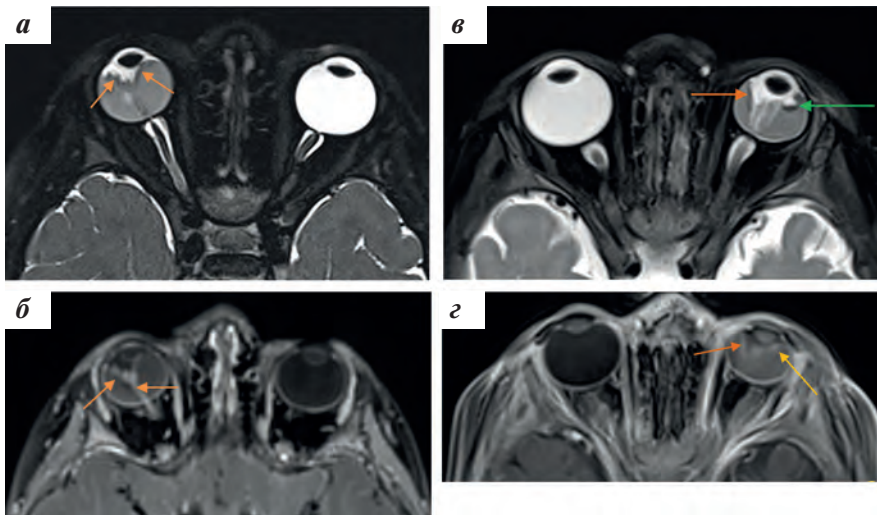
МРТ: а (пациент К.) – МРТ tra T2-взвешенное изображение (ВИ) FS. Правый глаз уменьшен, сетчатка гипоинтенсивного сигнала, тотально отслоена и неравномерно утолщена (оранжевые стрелки); б (пациент К.) – T1-ВИ tra постконтрастное 3D, при РК интенсивно неравномерно накапливает контрастный препарат (оранжевые стрелки). Под сетчаткой взвесь с высокобелковым компонентом; в (пациент О.) – МРТ tra T2-ВИ FS. Левый глаз уменьшен в объеме, сетчатка тотально отслоена (оранжевая стрелка) и неравномерно утолщена с наличием интравитреальной кисты с уровнем седиментации (зеленая стрелка); г (пациент О.) – T1-ВИ tra постконтрастное 3D, измененная сетчатка интенсивно неравномерно накапливает контрастный препарат (оранжевые стрелки). Под сетчаткой взвесь с высокобелковым компонентом
